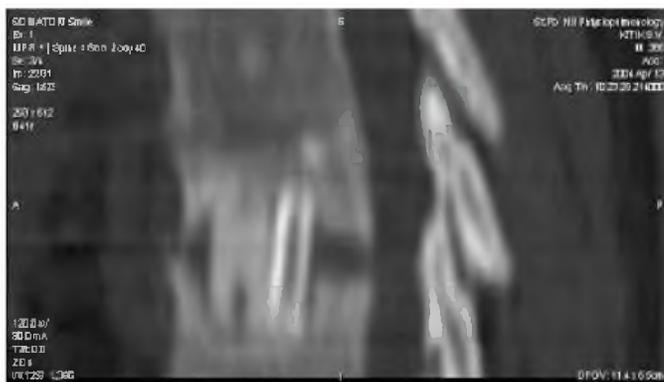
Б - компьютерная томограмма больного К., 43 лет, оперированного по предложенному способу. Диастаз в телах Т8-9 в передних отделах замещен УУИ-контейнером и 4-мя аутотрансплантатами из ребра в центрально-задних отделах.
